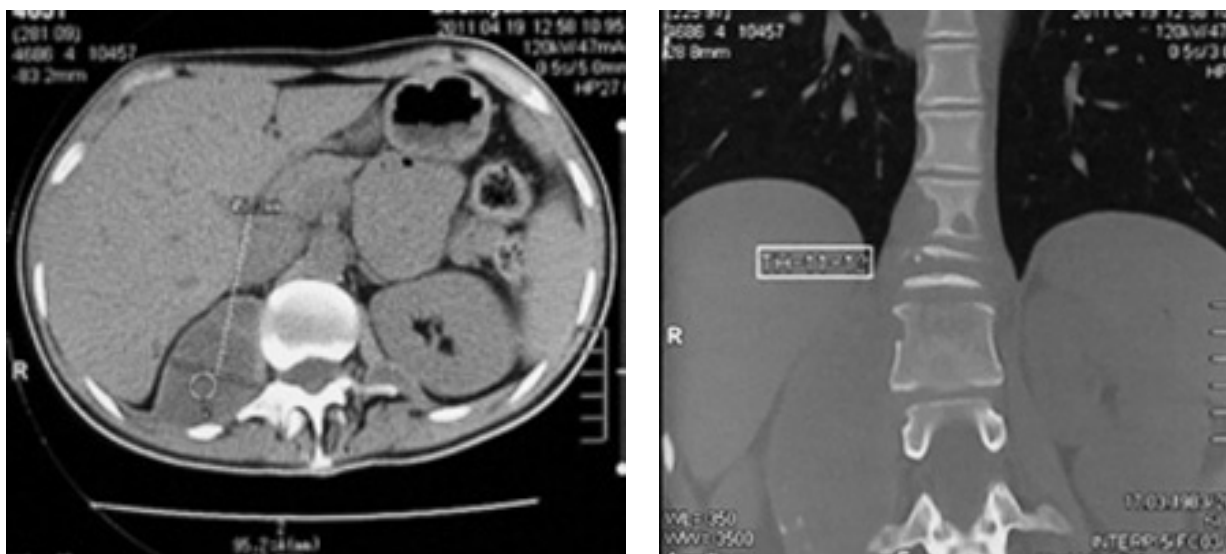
КТ исследование ПА
